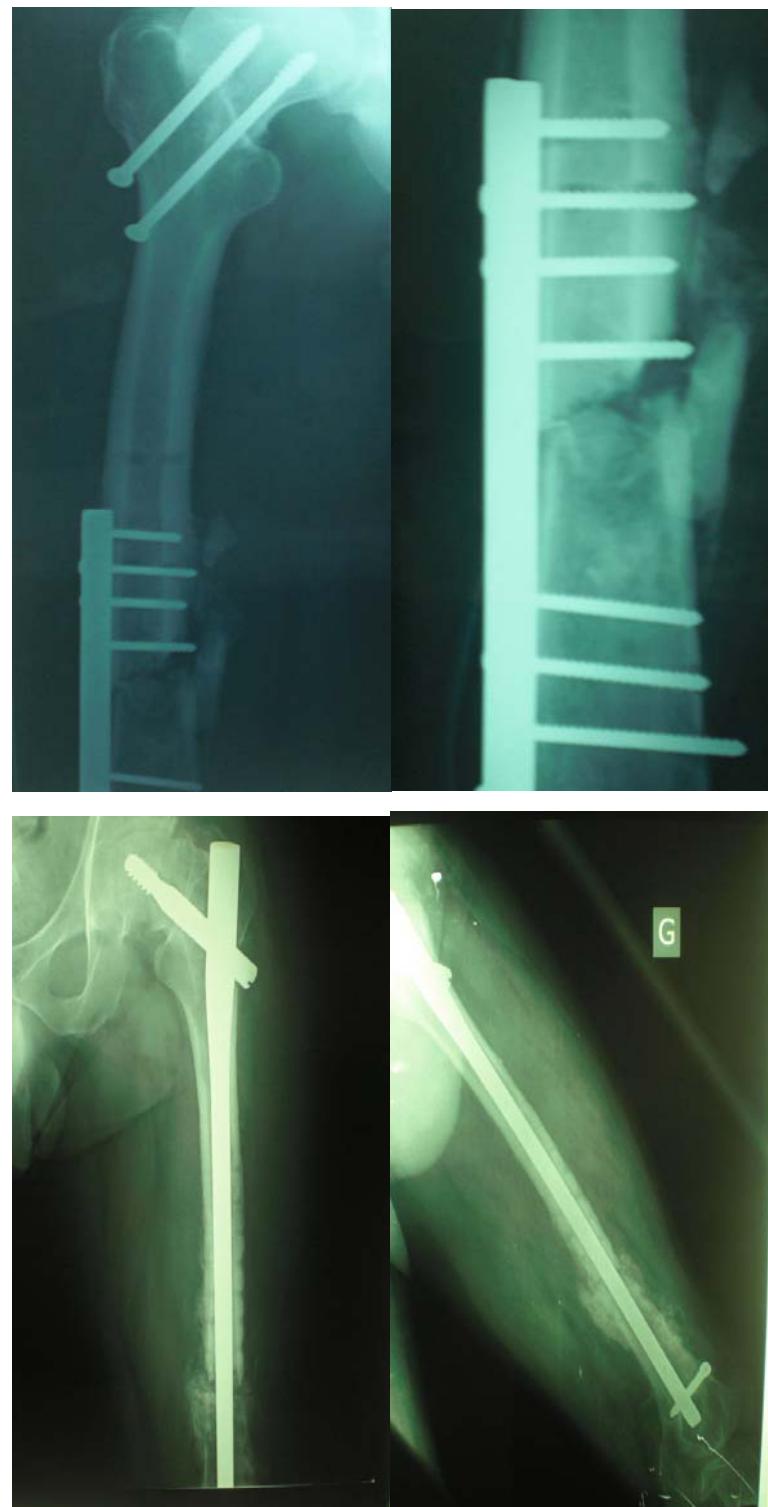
Radiographies d'une pseudarthrose atrophique après traitement par plaque vissée et vissage du col fémoral reprise par un clou gamma avec formation d'un bon cal.
